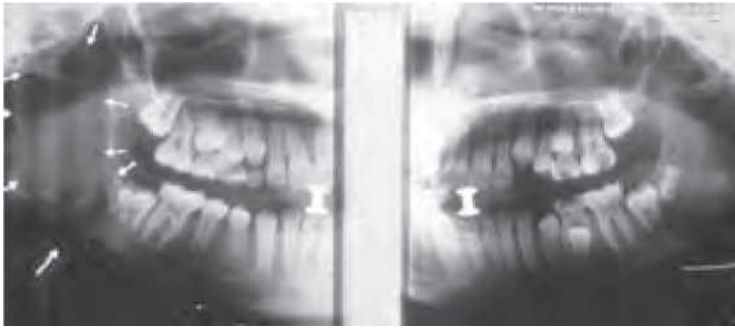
Radiografie panoramică a unui chist osos anevrismal mare al mandibulei. Săgețile arată marginile unei leziuni care se extinde spre condilul mandibular.
